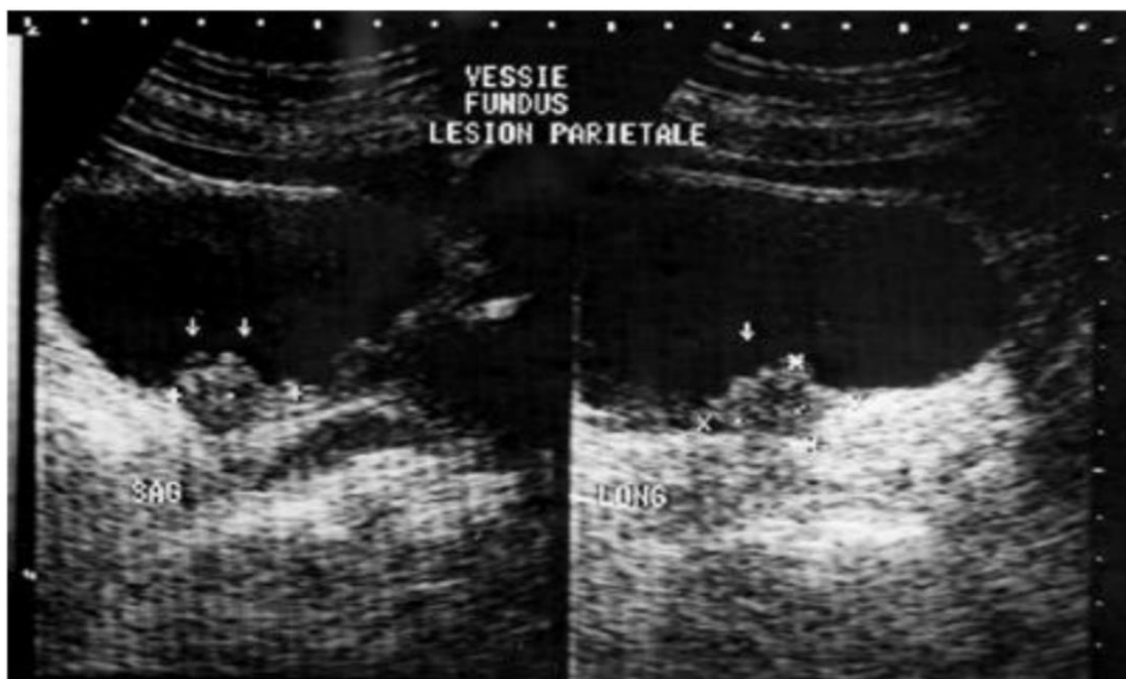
Image échographique d'une tumeur vésicale siégeant à la face postérieure de la vessie[16].
